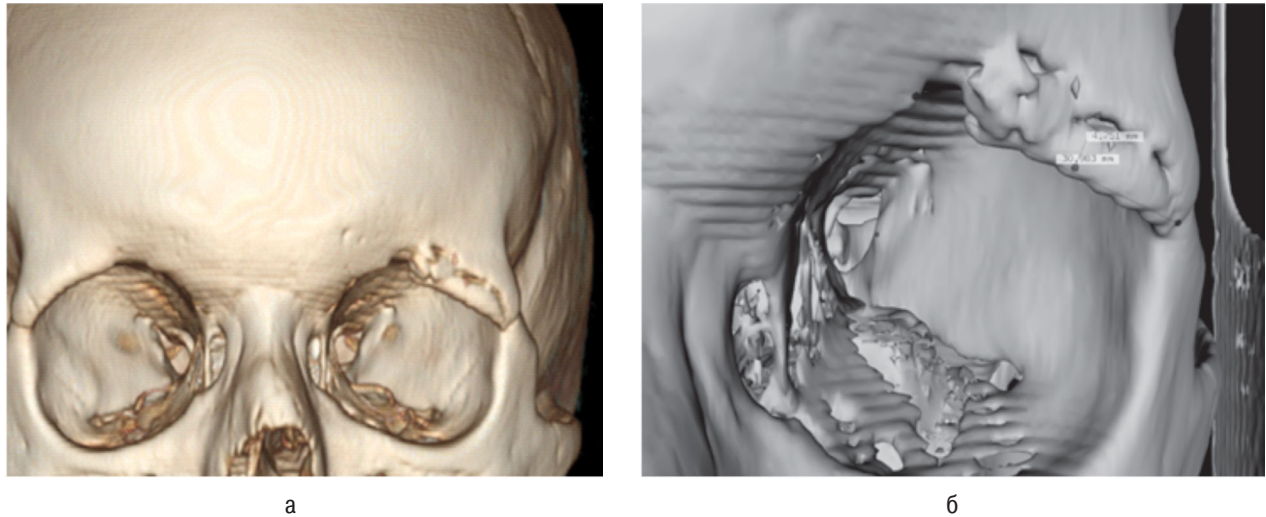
Трехмерная модель черепа с повреждением, построенная на основании результатов КТ-исследования: а – повреждение в окне программы “CDVIEWER”; б – модель повреждения в формате “OBJ” в программе “InVesalius”
